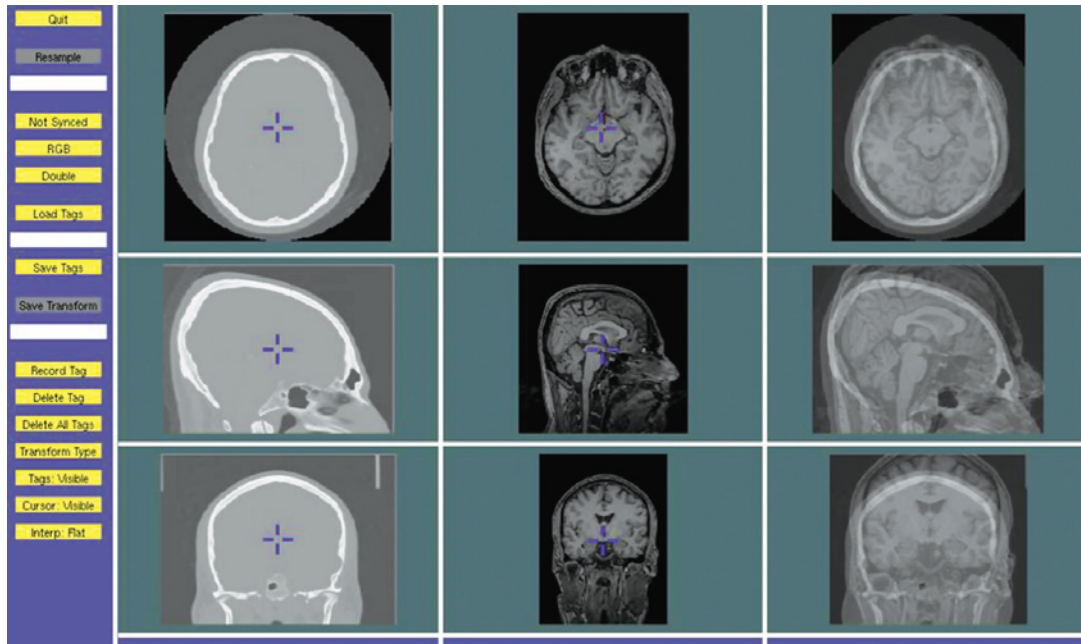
Tela de trabalho do programa *Register*, com volumes de tomografia computadorizada e ressonância magnética desalinhados
